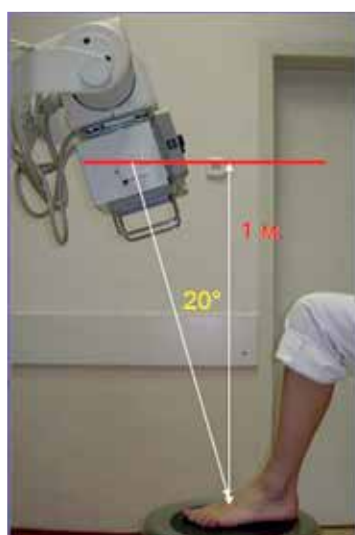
Рентгенография переднего отдела статической стопы
